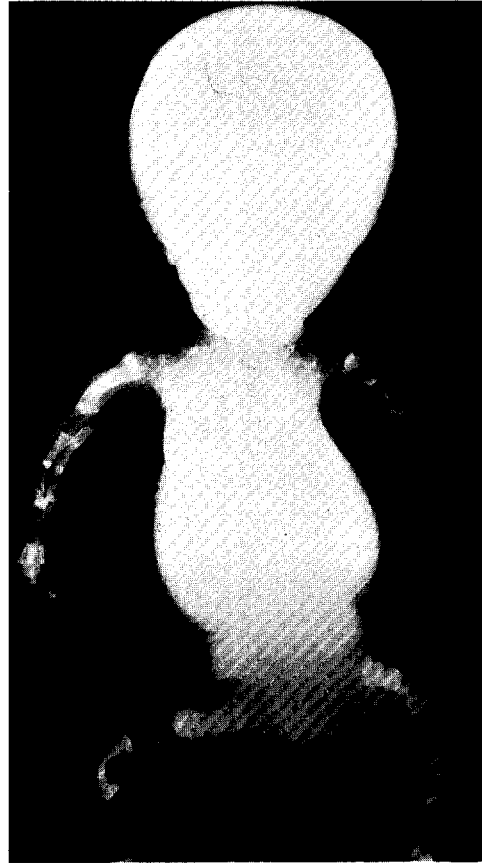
Osteogenesis imperfecta, congenital recessive form のX線写真
